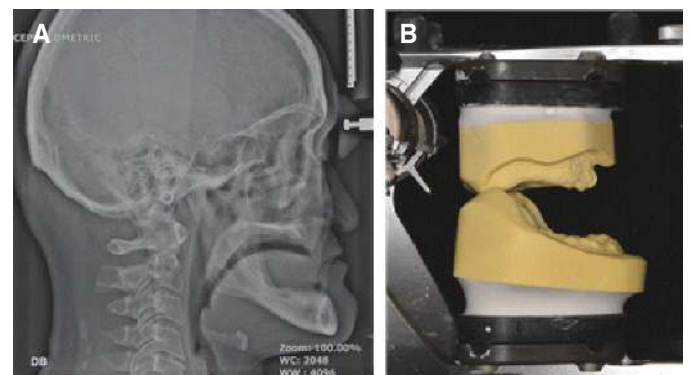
A severe interarch discrepancy due to skeletal class III relationship with mandibular prognathism was observed. (A) Lateral cephalometric radiograph, (B) Mounted diagnostic cast.
